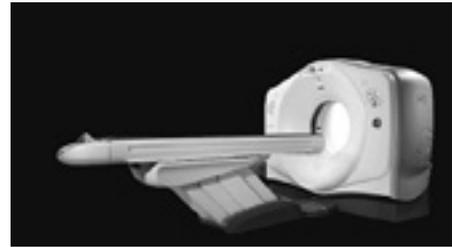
GE社製 Discovery CT750HD 概観
